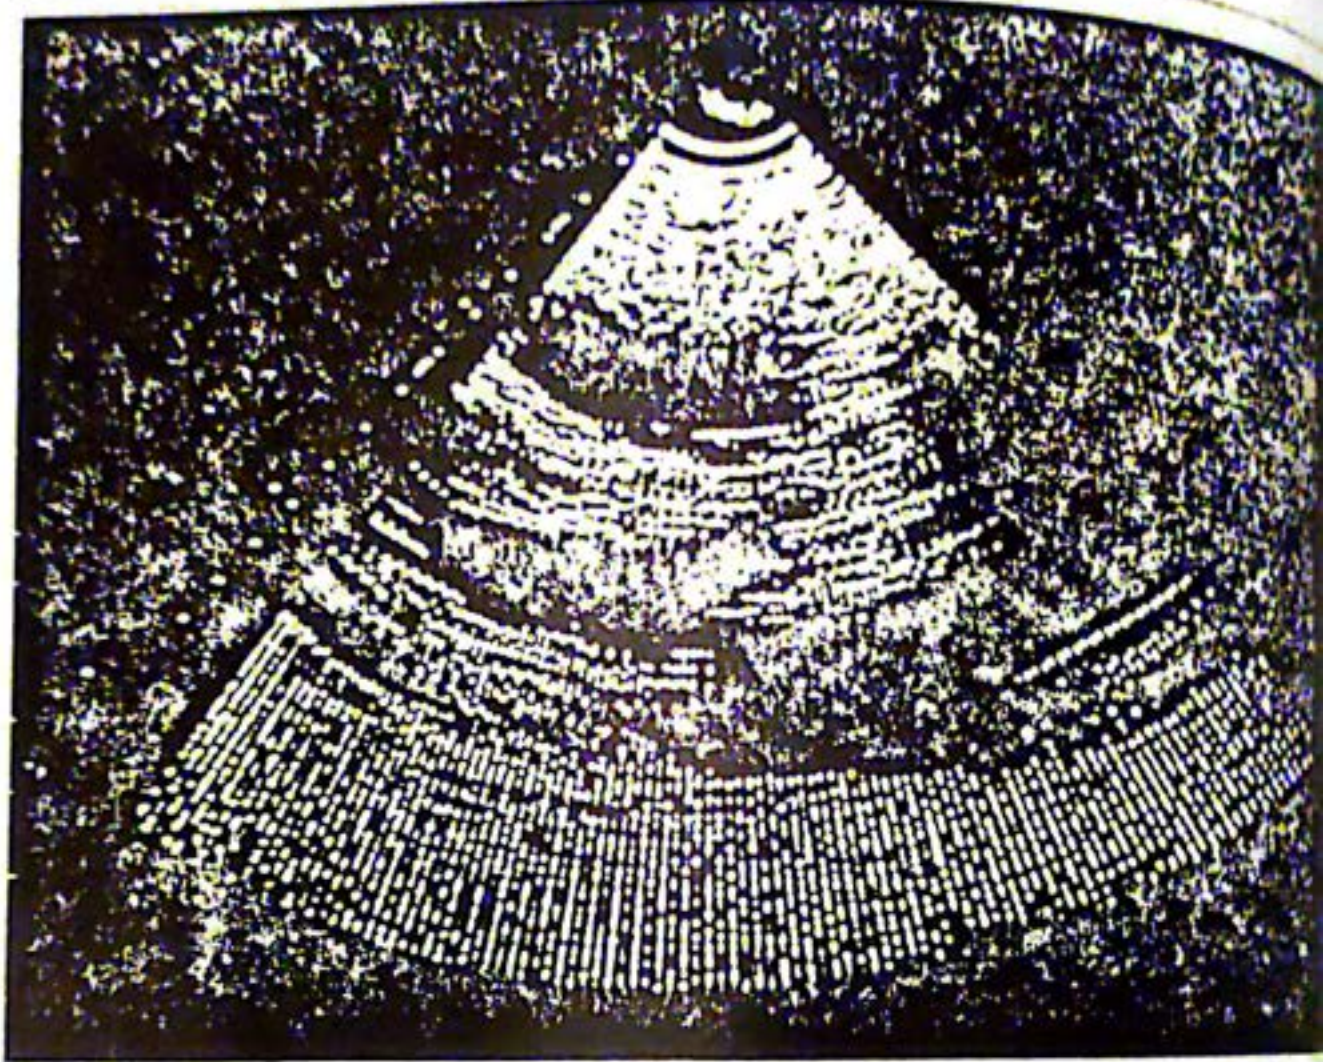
Ecocardiograma bidimensional demostrando vegetaciones en la válvula aórtica. Corte longitudinal.
